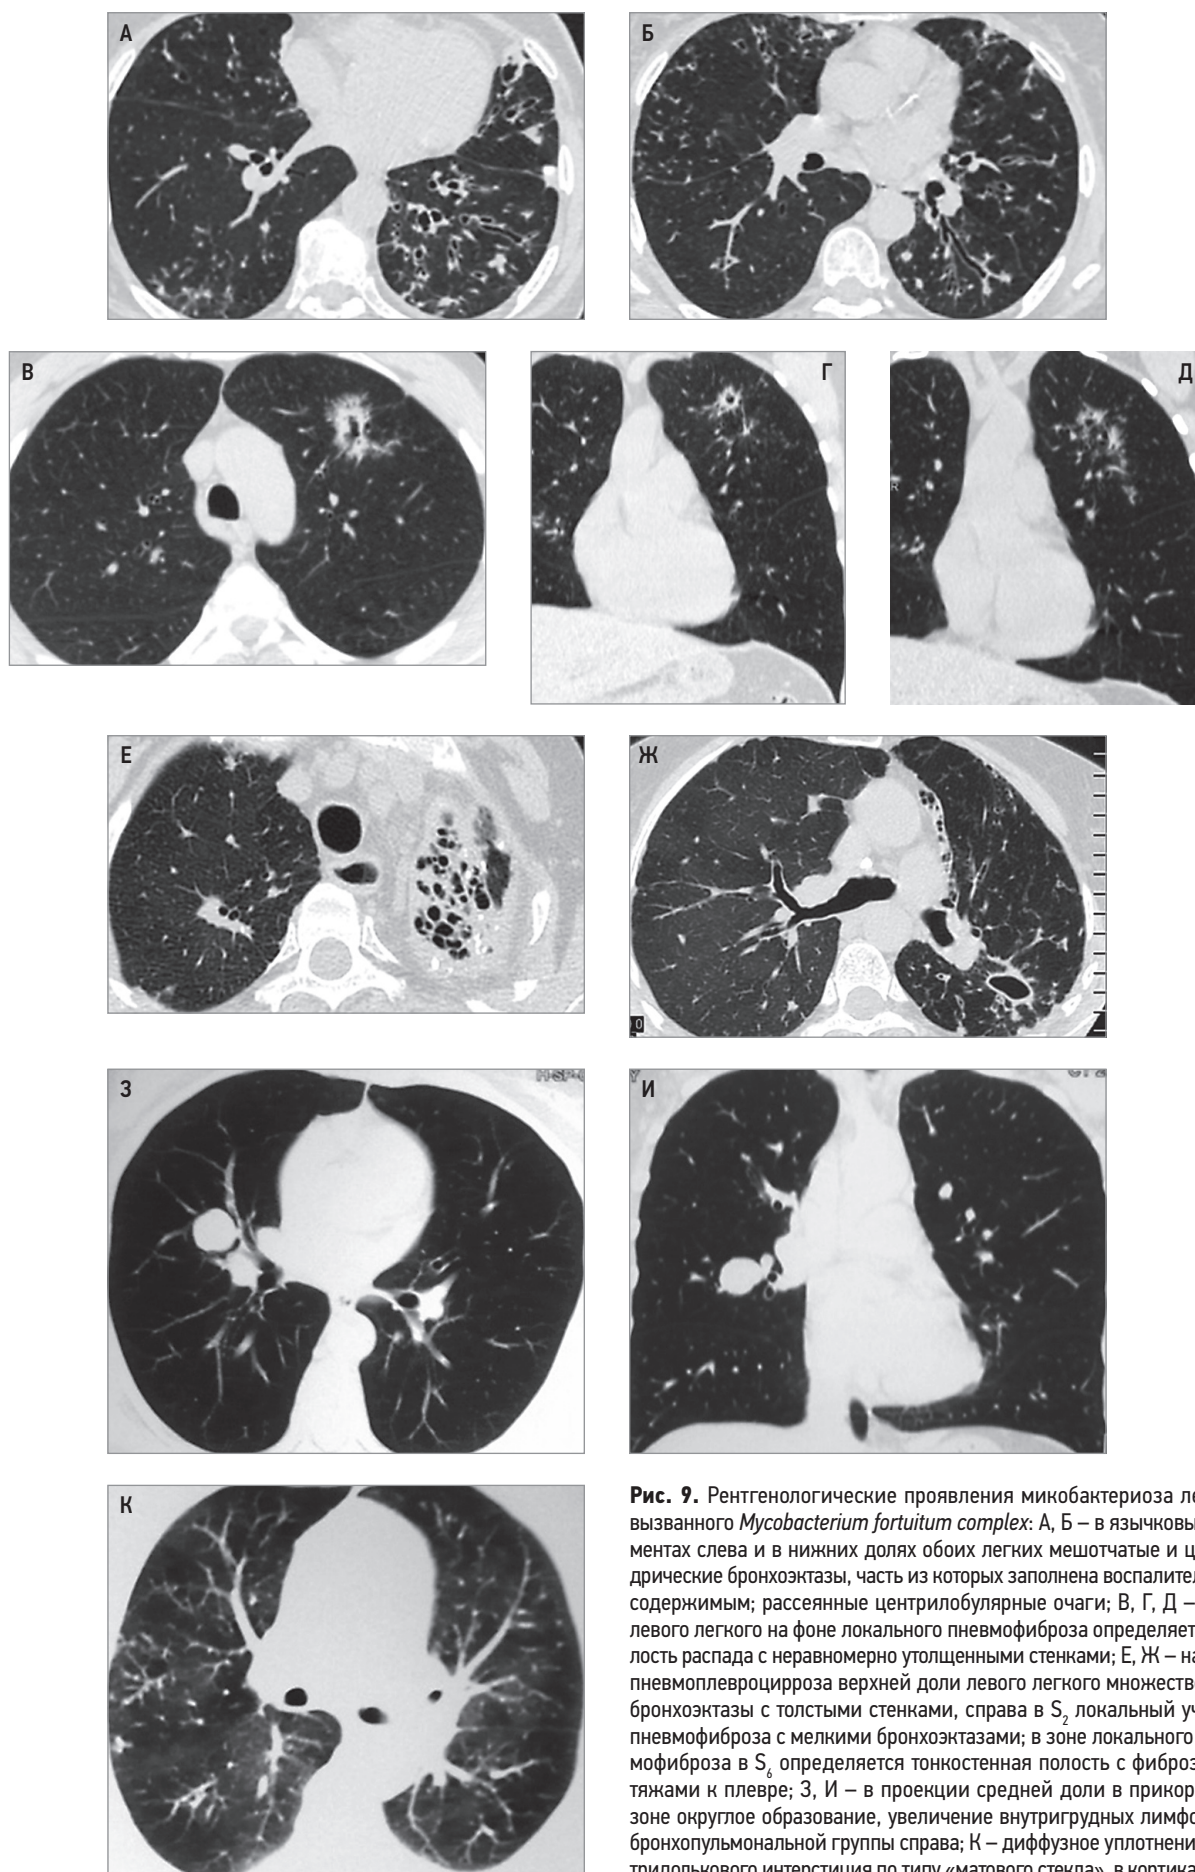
Рентгенологические проявления микобактериоза легких, вызванного *Mycobacterium fortuitum complex*: А, Б – в языковых сегментах слева и в нижних долях обоих легких мешотчатые и цилиндрические бронхоэктазы, часть из которых заполнена воспалительным содержимым; рассеянные центрилобулярные очаги; В, Г, Д – в S₁₋₃ левого легкого на фоне локального пневмофиброза определяется полость распада с неравномерно утолщенными стенками; Е, Ж – на фоне пневмоплеврорцирроза верхней доли левого легкого множественные бронхоэктазы с толстыми стенками, справа в S₂ локальный участок пневмофиброза с мелкими бронхоэктазами; в зоне локального пневмофиброза в S₆ определяется тонкостенная полость с фиброзными тяжами к плевре; З, И – в проекции средней доли в прикорневой зоне округлое образование, увеличение внутригрудных лимфоузлов бронхопульмональной группы справа; К – диффузное уплотнение внутридолевого интерстиция по типу «матового стекла», в кортикальных отделах множественные Y-образные образования (заполненные воспалительным содержимым бронхиолы)
